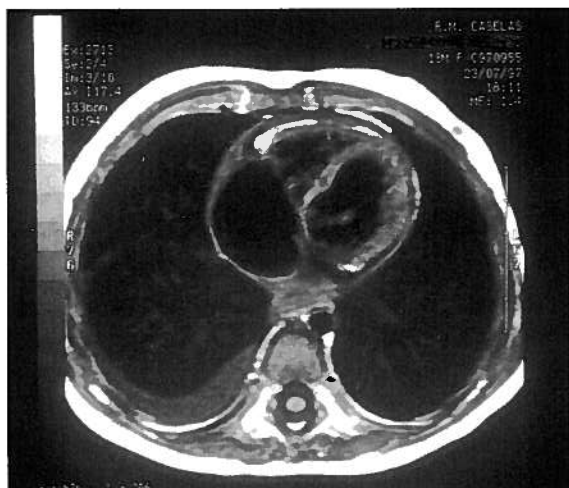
Espessamento pericárdico evidente em RM.(Caso 1)
